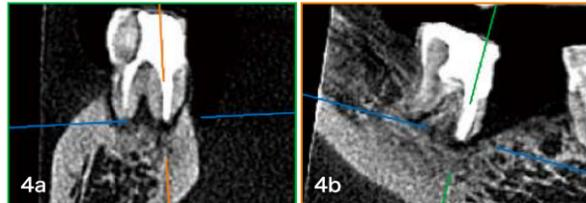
デンタルにはできない3次元的な把握がCTでは診える。
